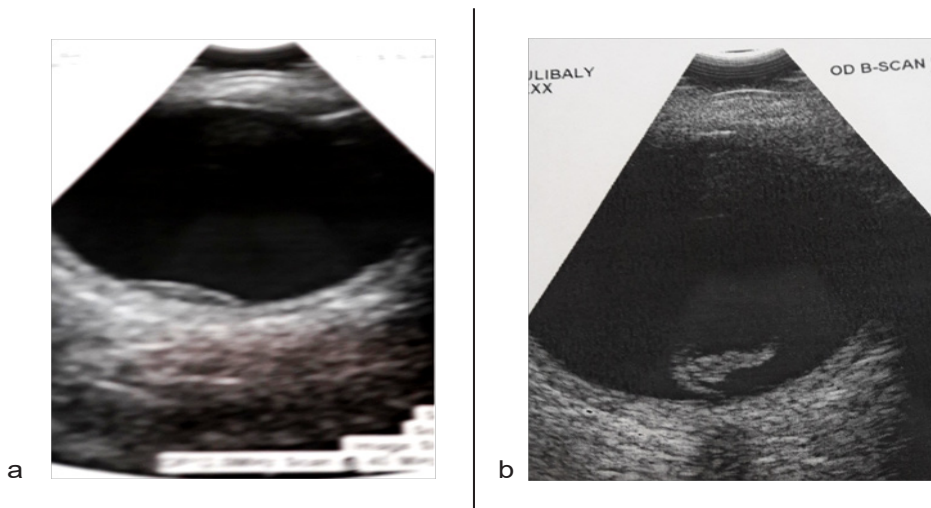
Aspect en échographique bi dimensionnelle
